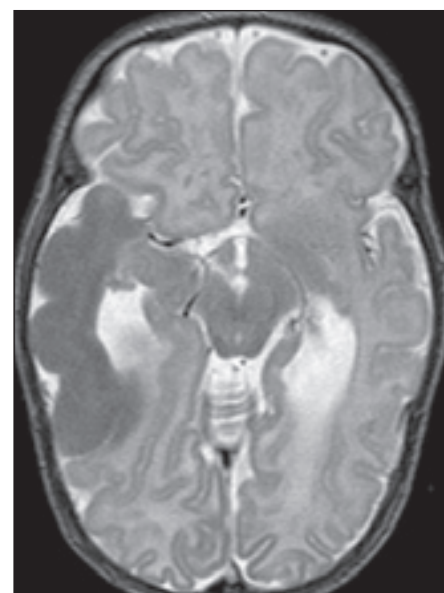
The same patient – fetal brain MRI at 33 weeks of gestation. (a) T2-weighted images, coronal view. Bilateral subependymal giant astrocytoma located at the foramen of Monro, lateral ventricle dilatation without cerebrospinal fluid obstruction, and two subependymal nodules visible in the right lateral ventricle. Cortico-subcortical tuber in the right temporal lobe. (b) T2-weighted images, transverse view. Extensive cortico-subcortical tuber in the right temporal lobe, lateral ventricles dilatation without cerebrospinal fluid obstruction.
